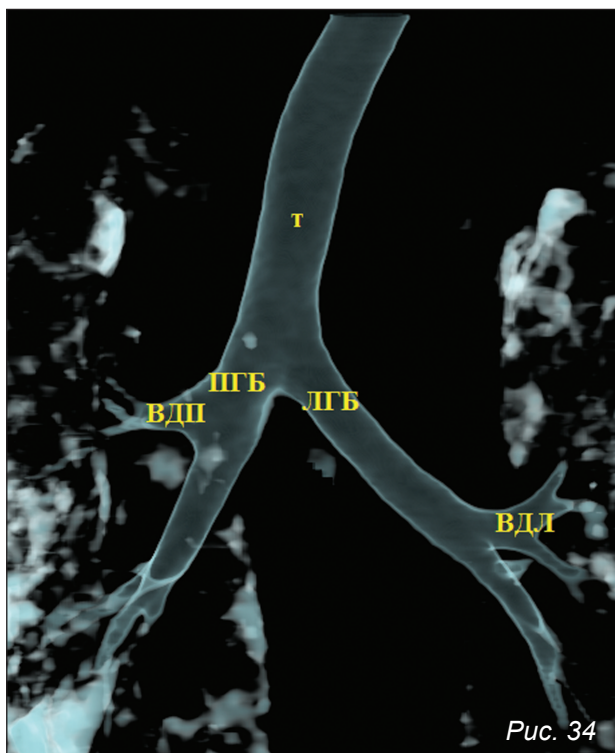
КТ ОГК. Объемная реконструкция трахеобронхиального дерева. *Situs solitus*
